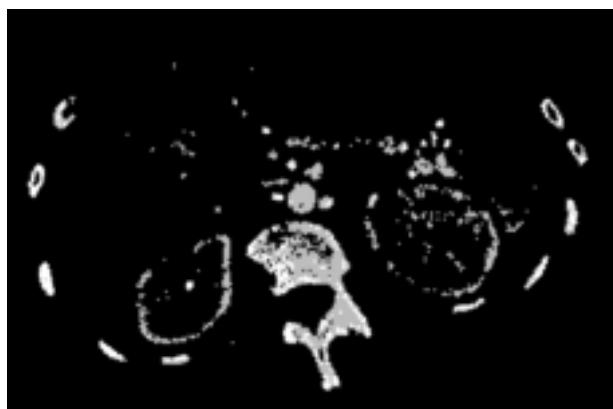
КТ-скан новообразования левого надпочечника.
